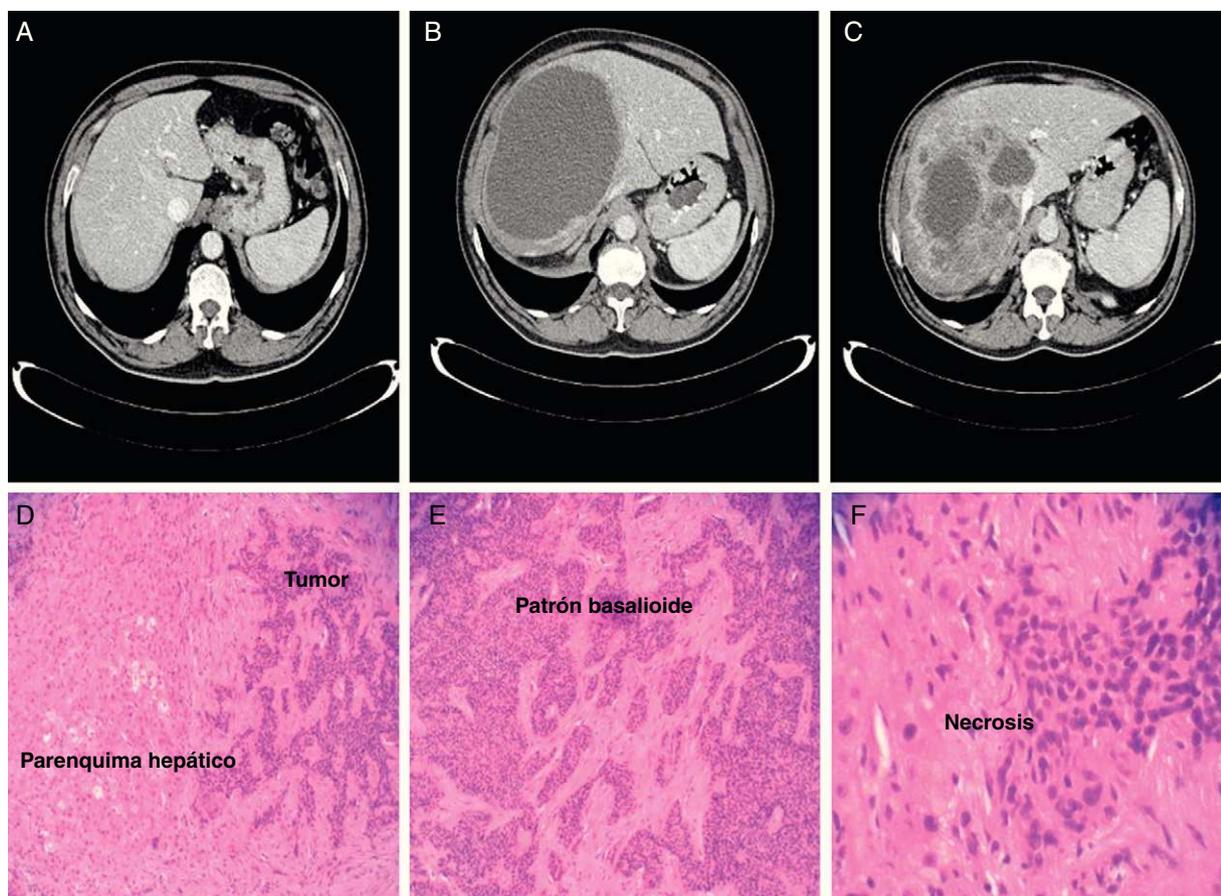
A) TC abdominal inicial donde no se detectaron lesiones hepáticas. B) Estudio de seguimiento por TC realizado a los 8 meses en el que se observa una masa quística de grandes dimensiones en el lóbulo hepático derecho. C) Estudio por TC, 4 meses después, en que se detecta un empeoramiento de la lesión quística hepática con la aparición de múltiples lesiones sólido-quísticas de bordes irregulares y aspecto infiltrativo. D) Parénquima hepático normal y nidos tumorales infiltrativos. E) Patrón de crecimiento basaloide en carcinoma cloacogénico. F) Zonas de necrosis.
